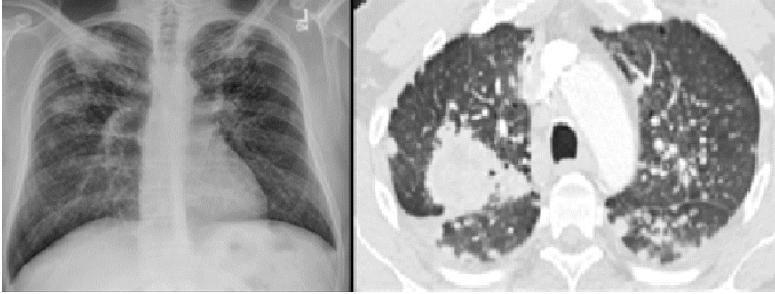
КТ ОГК: ускладнений пневмоконіоз шахтаря (а) Рентгенограма ОГК показує переважні стрічкові зниження прозорості у верхніх легеневиx частках (q/r) з дещо більшими помутніннями у вигляді «матового скла»; (b) КТ-зображення показує вузлики у верхніх частках, емфіземи та освіту у правій верхній частині, пов'язане з архітектурними спотвореннями, просвітленнями та субплевральними нашаруваннями.
